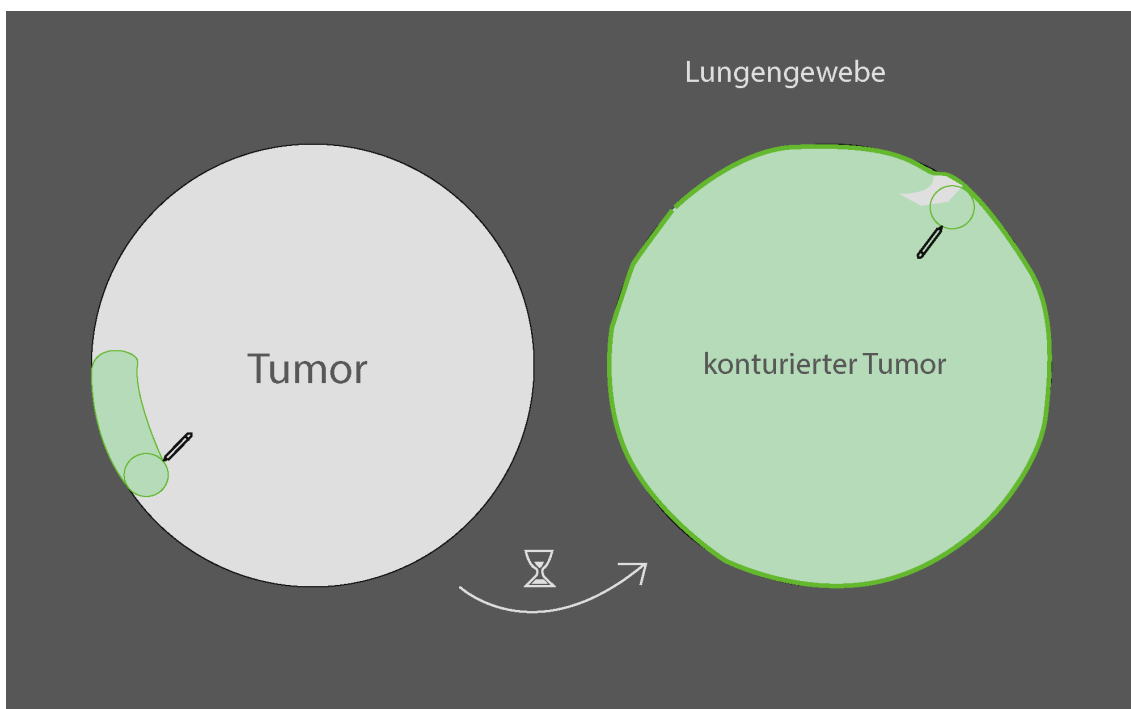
Prinzip des Konturierens: Mittels eines Werkzeuges wird der sichtbare Tumor in jeder CT-Schicht eingezeichnet.
